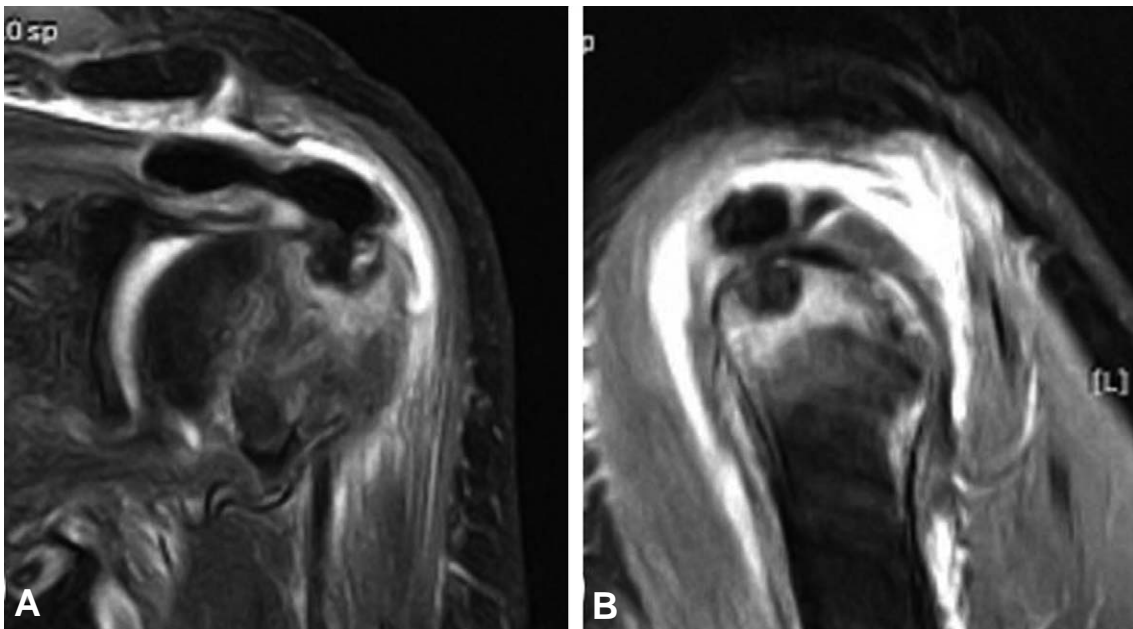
Preoperative T2-weighted magnetic resonance images of left shoulder. (A) oblique coronal and (B) sagittal images show intratendinous calcification, humeral head with bone erosion, reaction with marrow edema and intraosseous loculation of calcific deposit.
